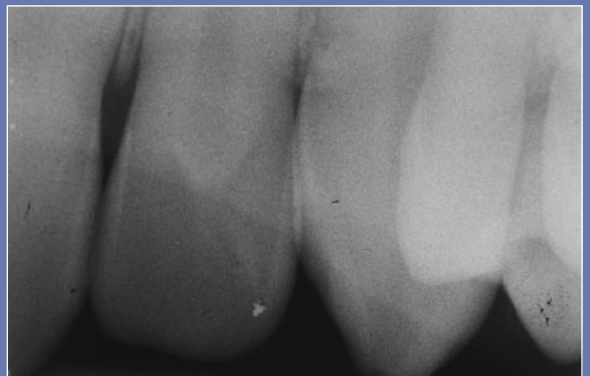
Fig 5c11. Radiografía periapical a los dos años de la cirugía mostrando el tejido regenerado.
